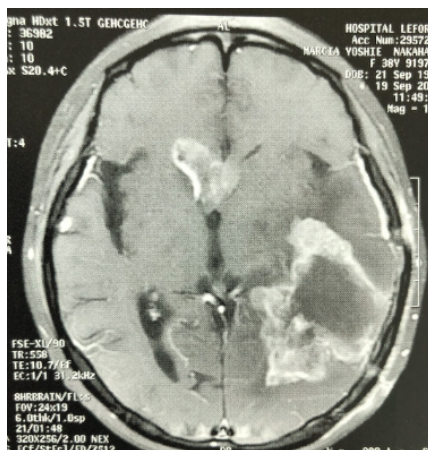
Ressonância magnética de crânio evidenciando glioma de alto grau (Fonte: arquivo pessoal)
